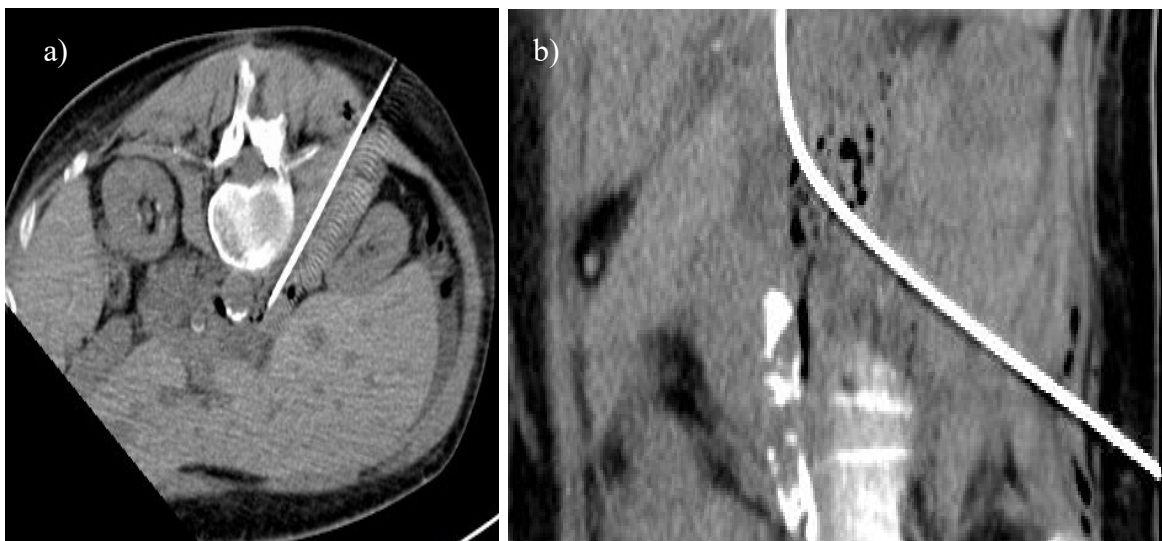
a, b, c: Punkce DDŽ translumbálním přístupem za CT navigace. Postupné přiblížení hrotu jehly k DDŽ (a, b, c).
